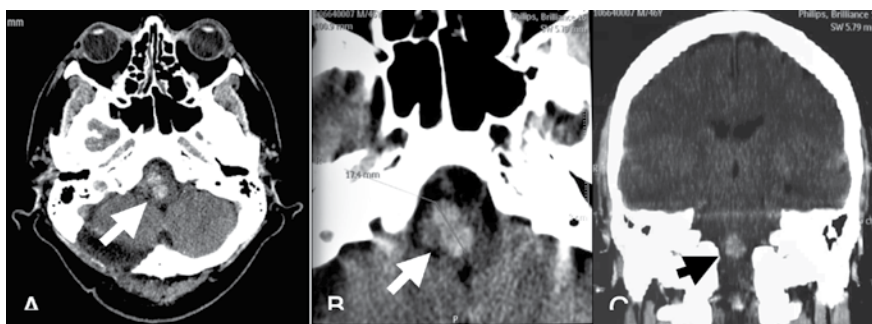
Tomografía axial y coronal
